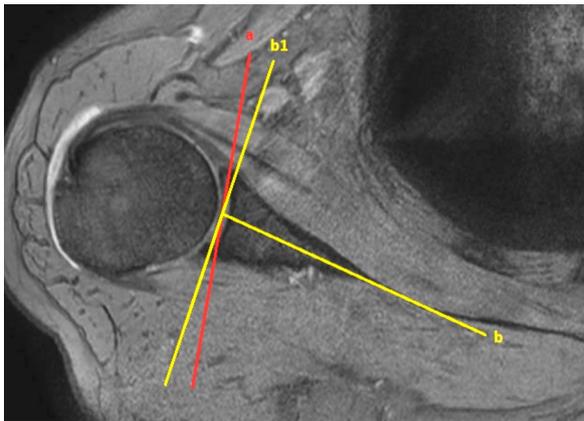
Versión de la glena. La medición debería realizarse en proyecciones axiales de TC o RMN, mediante una primera línea de referencia (a) que pasa a través del borde anterior y posterior de la glena, y una segunda línea (b) que va desde el centro de la glena hasta el límite dorsal del cuerpo de la escápula, de manera que la versión de la glena se corresponde con el ángulo resultante entre la línea a y una perpendicular a la línea b (b1).
